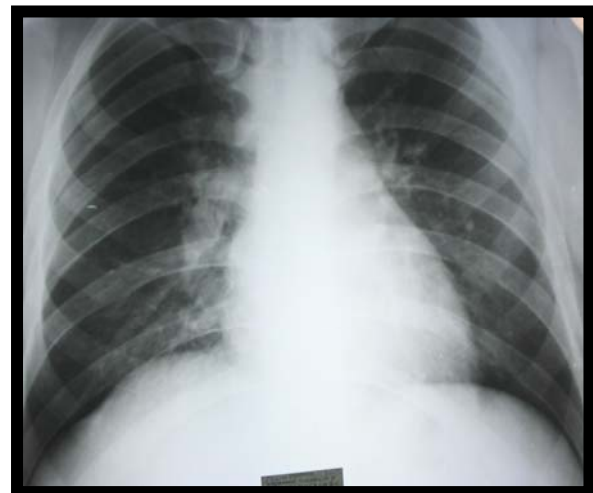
Рентгенограма хворого на цитомегаловірусну пневмонію
